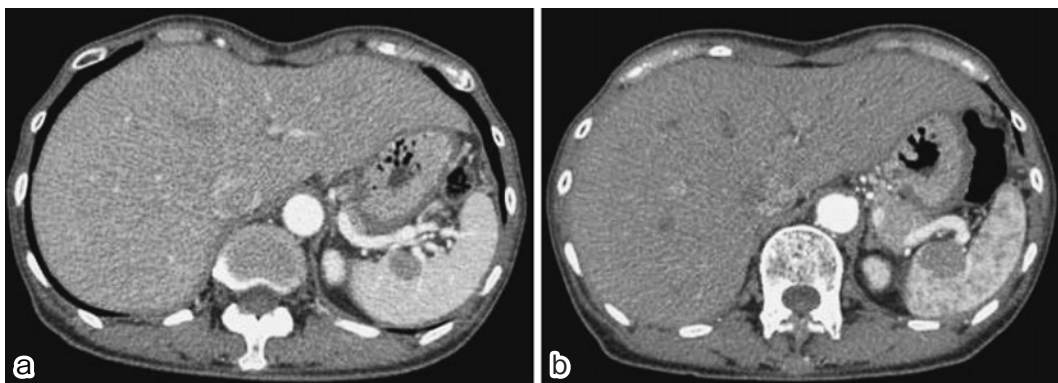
CT : 18 months after operation (a), 23 months after operation (b)
